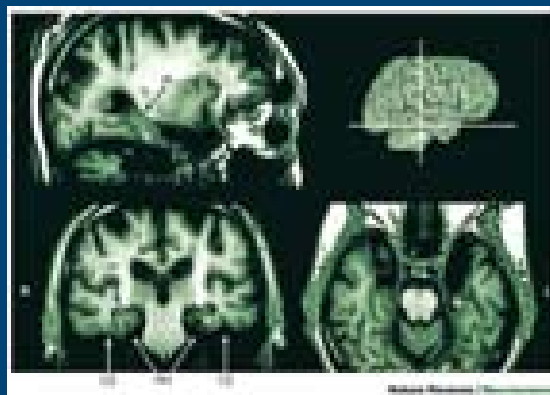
Imágenes de una resonancia magnética (MRI) del cerebro del paciente H.M.: la imagen muestra la ausencia de hipocampo. Esta lesión ha impedido que H.M. haya podido formar nuevos recuerdos en los últimos 50 años
